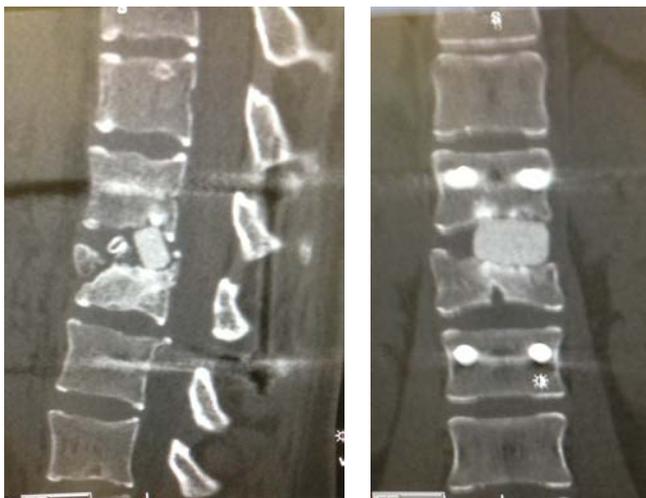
КТ больной У., 17 лет, через 70 дней после операции межтелового спондилодеза с использованием УНИ.
